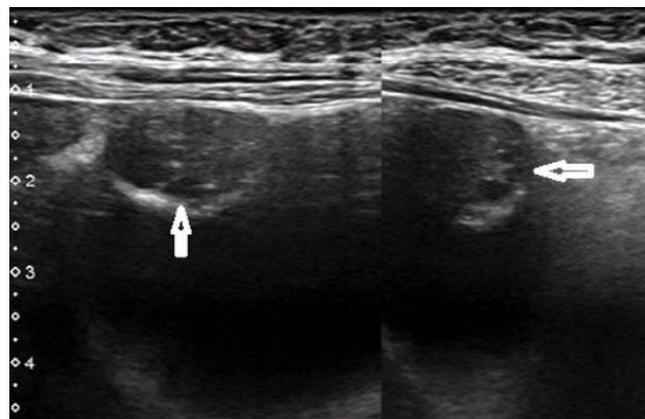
Una imagen de adenomiosomatosis en el fondo de la vesícula biliar, obtenida con un transductor lineal. Las flechas apuntan a los senos de Rokitansky-Aschoff. Imagen obtenida de Smereczyński et al: Optimization of diagnostic ultrasonography of the gallbladder based on own experience and literature
